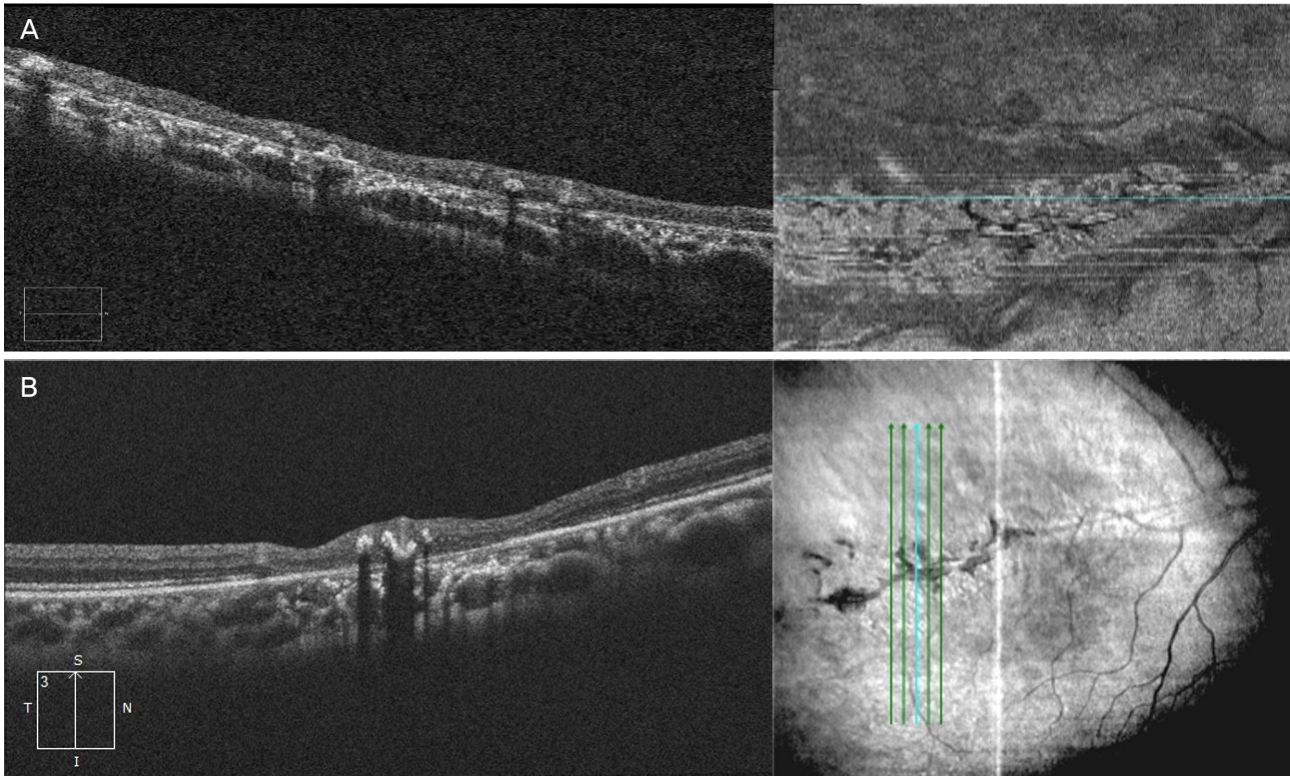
Optical coherence tomography of the patient's right eye. (A) Mixed signals of clumping and thinning of retinal pigment epithelium layer were noted. (B) Thinning of choriocapillaris layer was noted at the lesion site while choriocapillaris layer thickness was within normal range at locations other than the lesion site. S = superior; N = nasal; I = inferior; T = temporal.
